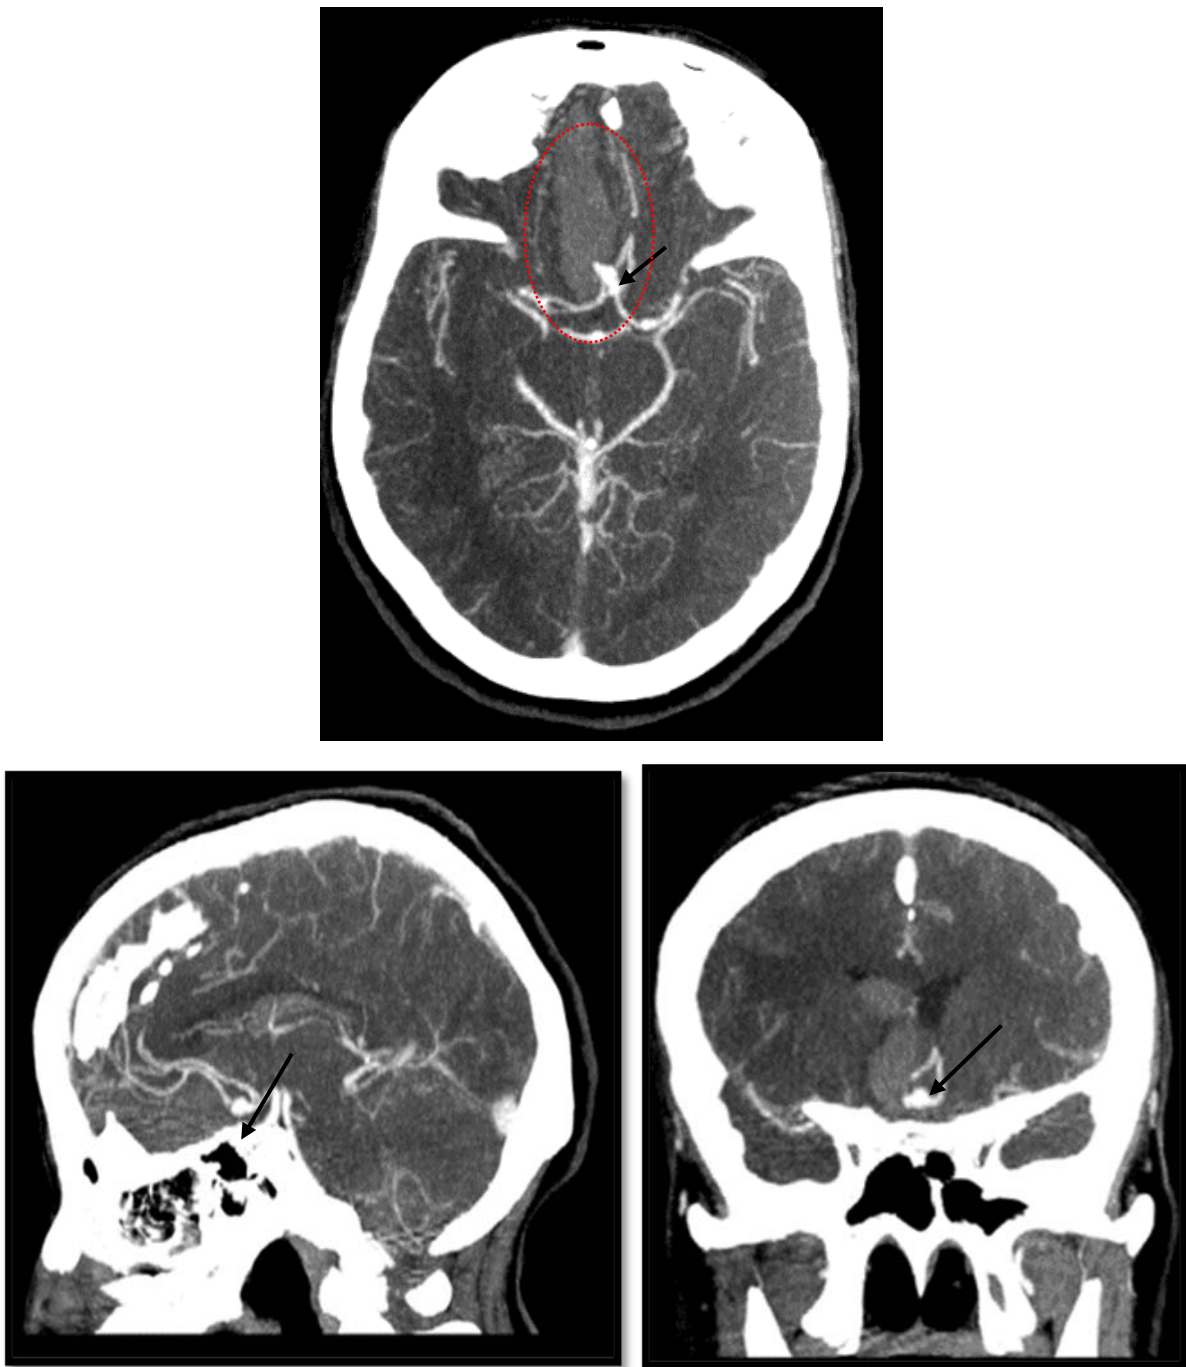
TDM cérébrale avec injection du PDC en coupe axiale (a) sagittale (b) et coronale (c) qui objective un hématome intraparenchymateux frontal para-falcique droit avec inondation tétra-ventriculaire sur rupture d'un anévrisme de l'ACoA.
